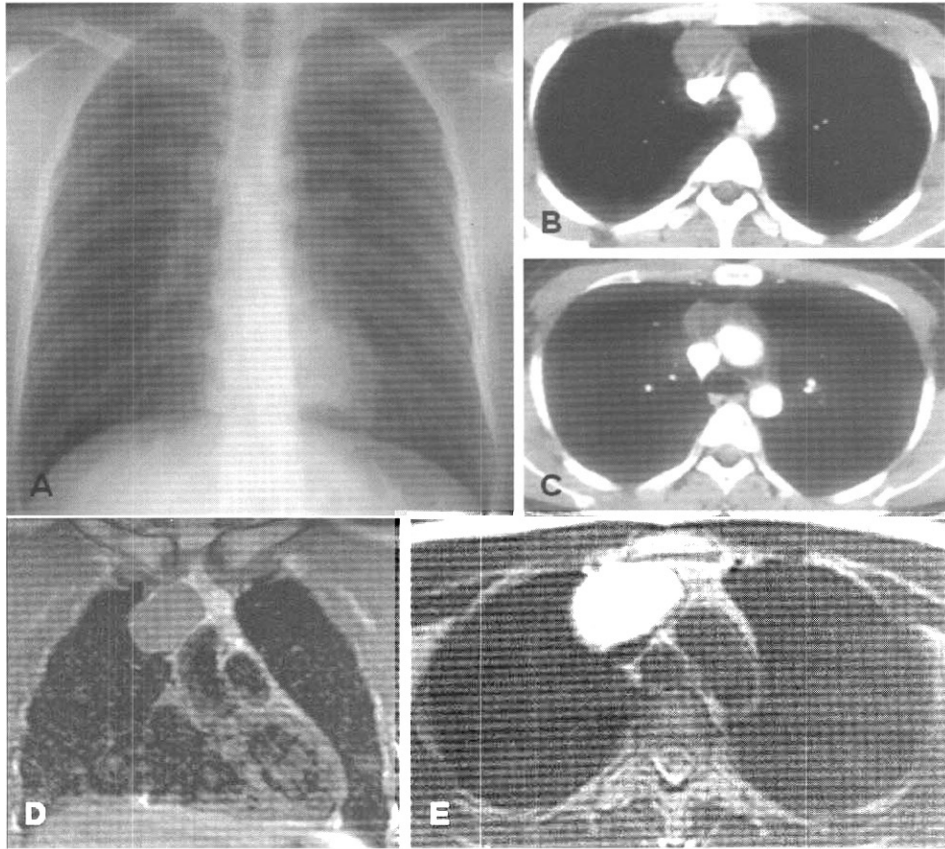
A 31-year-old man with mediastinal lymphangioma. A. Chest radiograph shows unilateral mediastinal widening. B. C. Contrast enhanced CT scans at the level of the aortic arch show a homogenous cystic mass in the right anterior mediastinum. D. Coronal T1 weighted MRI scan shows a homogenous oval mass with isointense signal. E. Axial T2 weighted MRI with gadolinium enhancement shows a high signal intensity cystic mass in the right anterior mediastinum.
